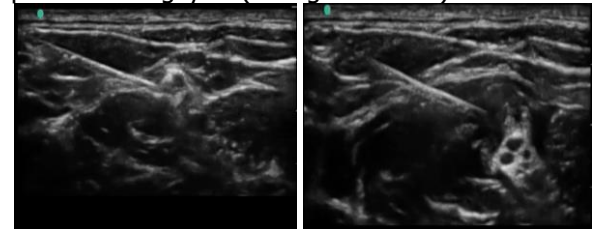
Hình ảnh thân trên ĐRTKCT và TK trên vai
